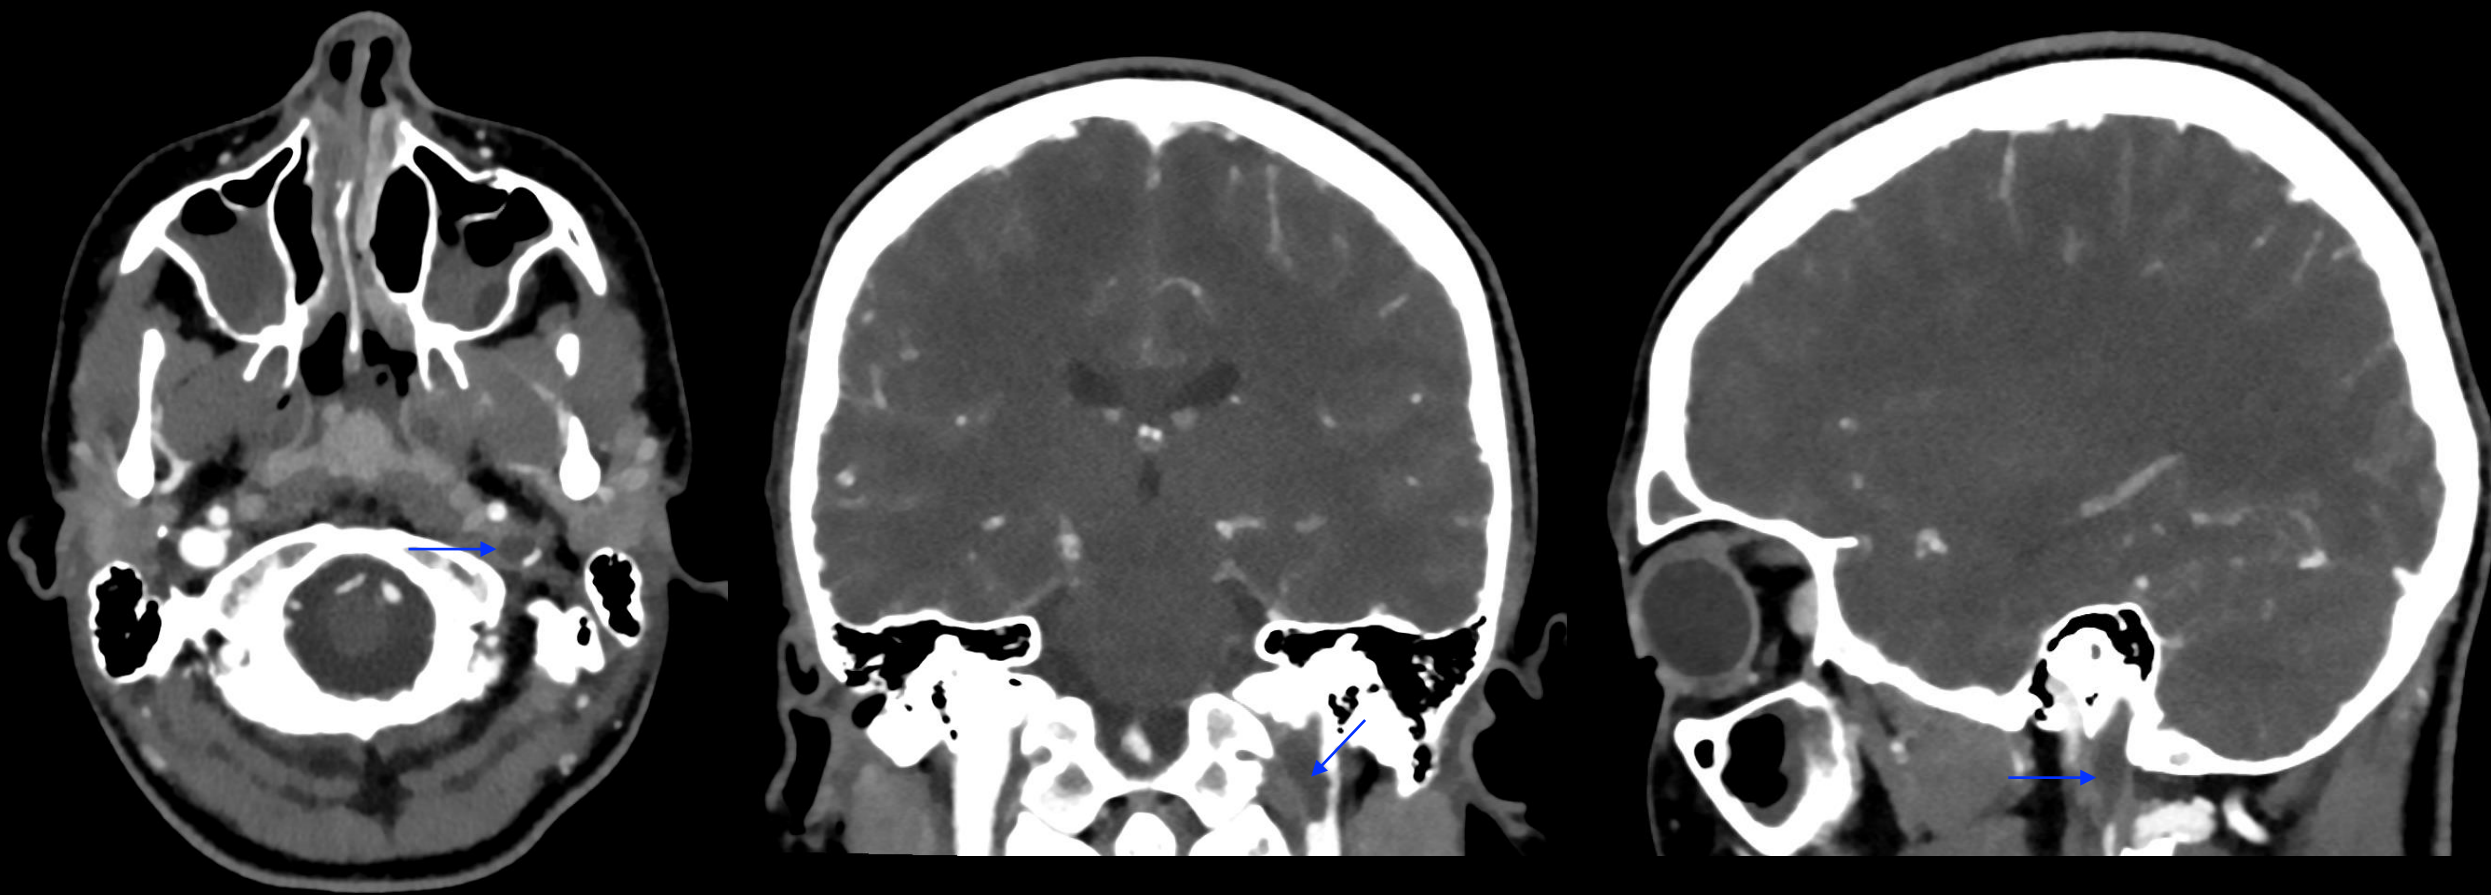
Cortes axial, coronal y sagital de TC craneal con contraste. Continuación de Fig 7., más caudal, en paciente con celulitis postseptal de origen sinusal con complicaciones intracraneales. Flechas azules: defecto de repleción vena yugular interna izquierda.
